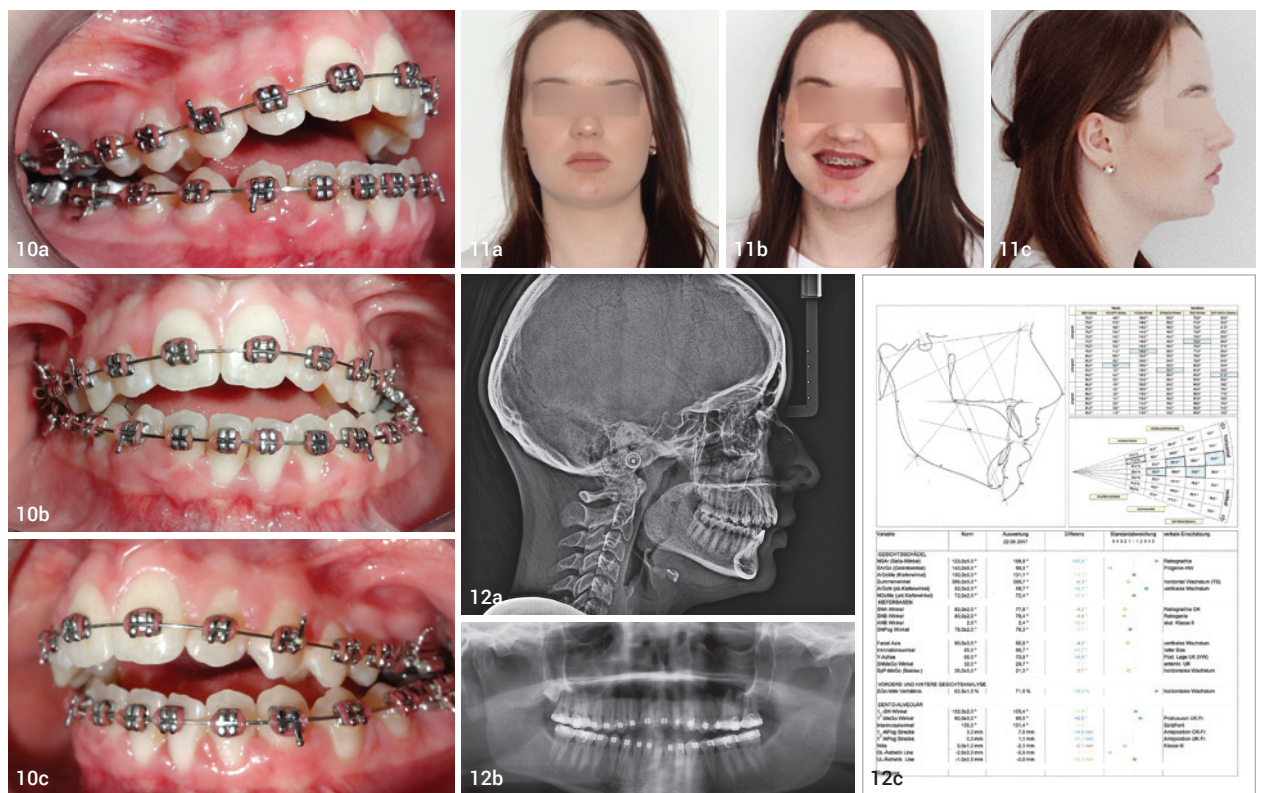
Rechte Okklusion (a), anteriore Okklusion (b), linke Okklusion (c). Abb. 11a–c: Patientin frontal (a), Lachen (b) und Profil (c). Abb. 12a–c: Kephalemtrische Aufnahme (a), Orthopantomogramm (b), Vermessung und Analyse (c).
